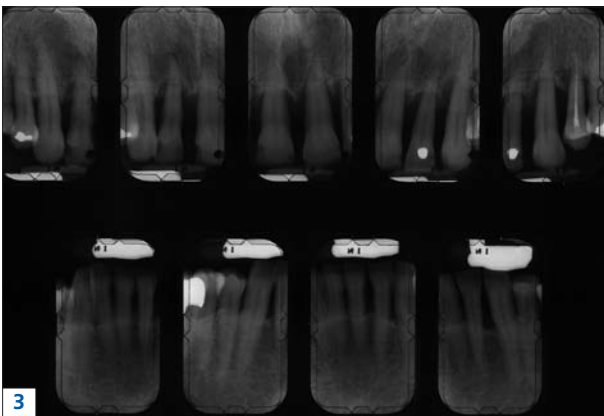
à 6. Patient de 55 ans souffrant de parodontite chronique très sévère avec migrations secondaires et sourire inesthétique. Vue du sourire (fig. 1). Situation initiale (fig. 2). Radiographies avec une alvéolyse intéressant les 2/3 de la hauteur radiculaire (fig. 3). Situation clinique après traitement (fig. 4). Radiographies après traitement sans aggravation de l'alvéolyse (légère rhyzalise sur 21) (fig. 5). Sourire après traitement (fig. 6).
